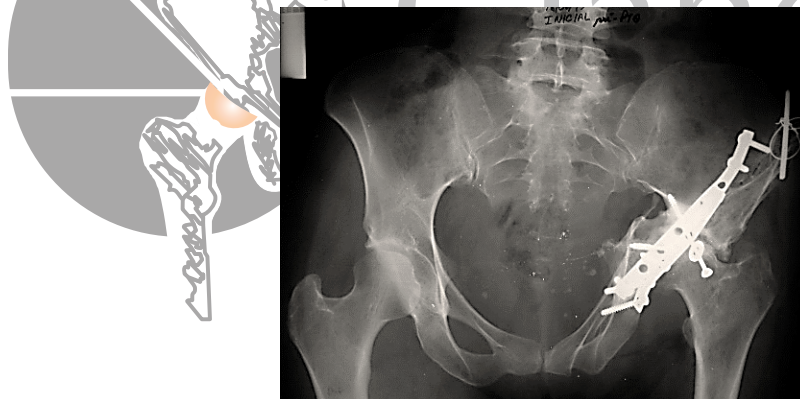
Radiografia de artrose pós-traumática: mesmo com a tentativa de fixação de uma fratura acetabular ocorreu a artrose
